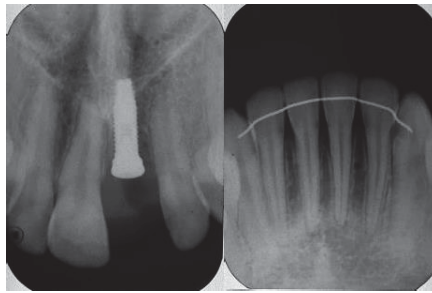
Radiografias periapicais de incisivos superiores com o implante do 21 e inferiores com a contenção 3x3.
